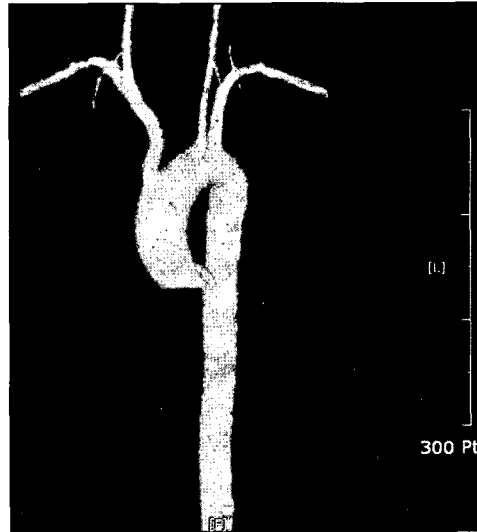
3D reconstruction of postoperative CT scan.
